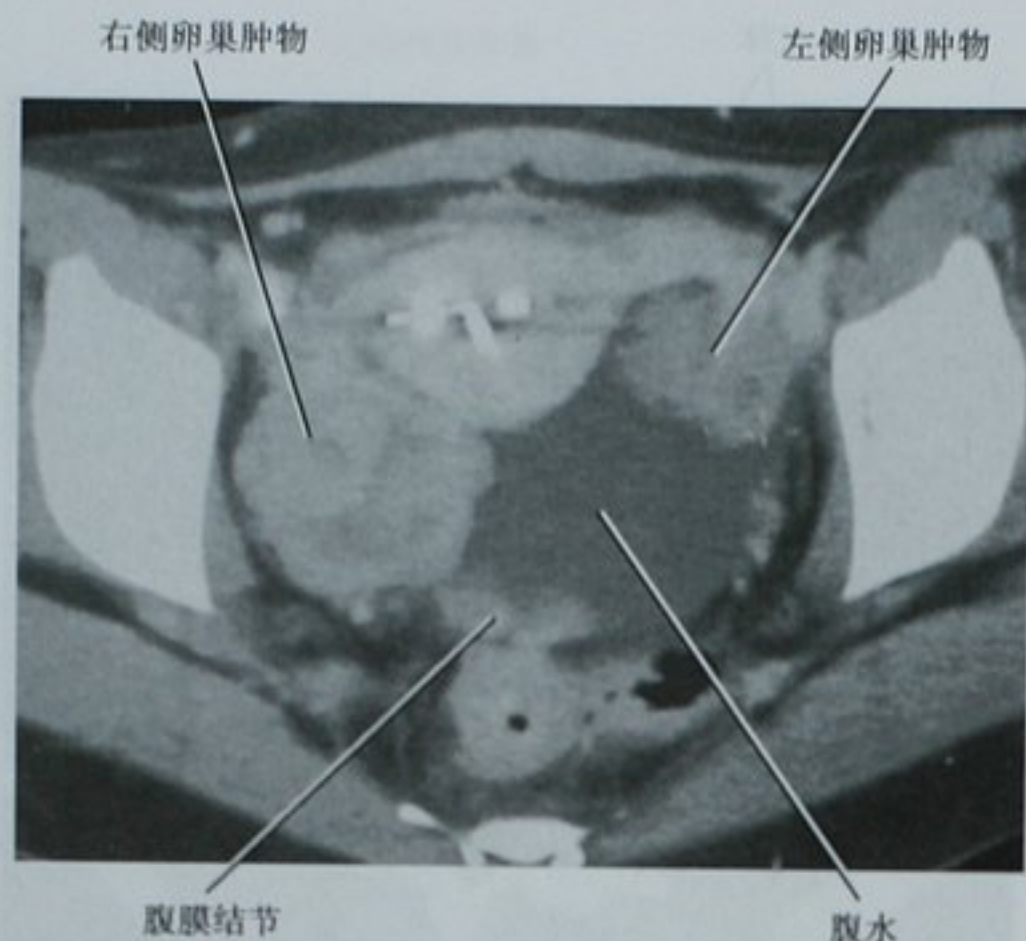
卵巢转移瘤的 CT 图像。女性胃癌患者的增强横断面 CT 图像。双侧卵巢都可见实性为主的肿块。腹水的出现使得陷凹的腹膜转移容易被发现。子宫内可见一宫内节育器
